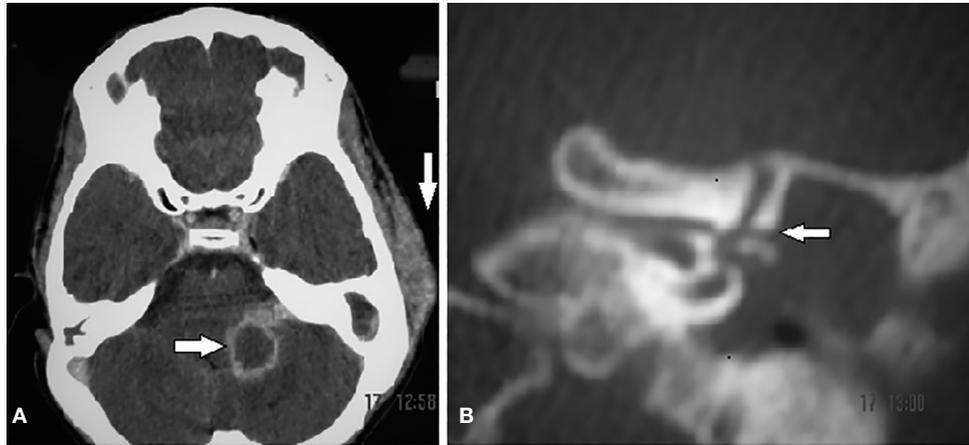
A, Estudo de TC axial demonstrando abscesso cerebelar e abscesso subperiosteal. B, Estudo de TC coronal demonstrando fistula labirintica no mesmo paciente.
